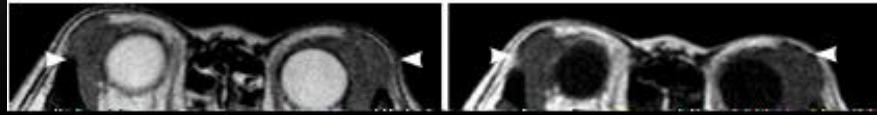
双侧泪腺区淋巴瘤 MRI 图像, A~F 分别为 T2WI、T1WI、DWI、T1WI+C、DCE-MRI 及 TIC 曲线。病灶在 T2WI、T1WI、DWI 呈均匀的等信号; 增强扫描均匀明显强化, TIC 曲线呈平台型
